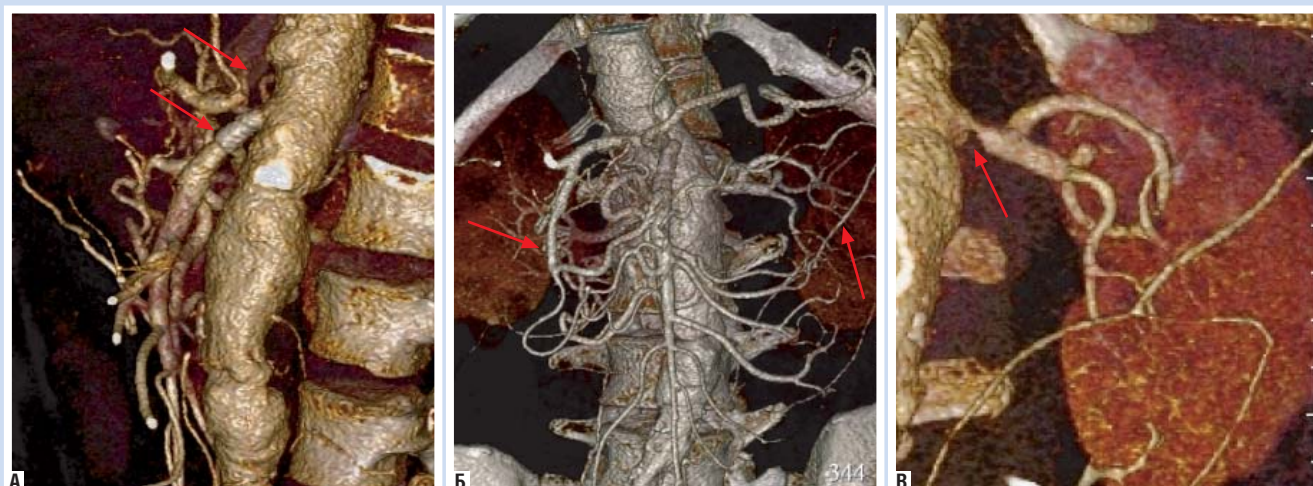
КТ-ангиография от 17.12.2013 г. А – стент в верхней брыжеечной артерии проходим, окклюзия чревного ствола. Б – чревно-брыжеечный анастомоз и межбрыжеечный анастомоз (дуга Риолана). В – субтотальный стеноз левой почечной артерии
